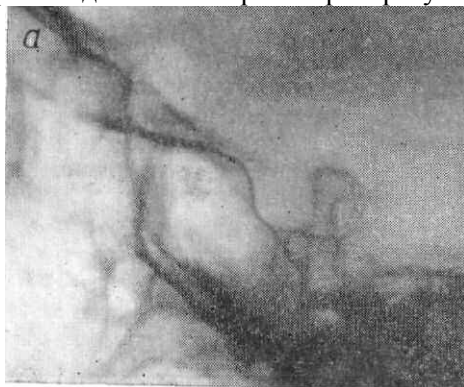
Прицельные рентгенограммы черепа в боковой проекции. Принцип определения размеров турецкого седла (объяснение в тексте): а — рентгенограмма взрослого человека; б — рентгенограмма ребенка.
